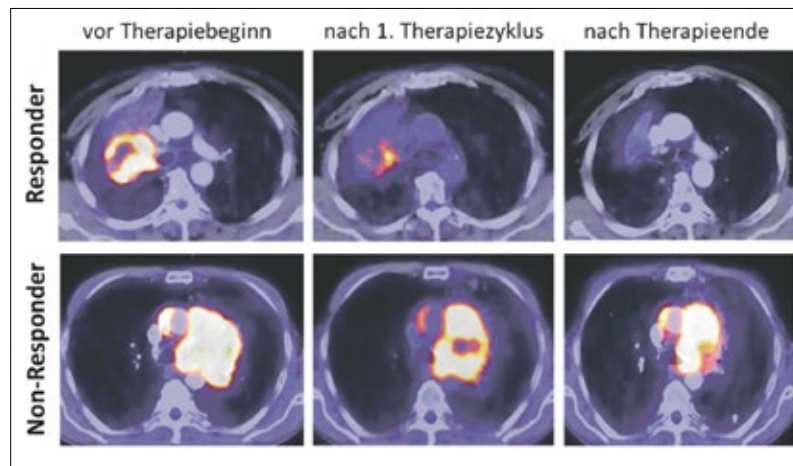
^{18}F -FDG-PET/CT zur Kontrolle des Therapieansprechens bei zwei Patienten mit Bronchialkarzinom.
